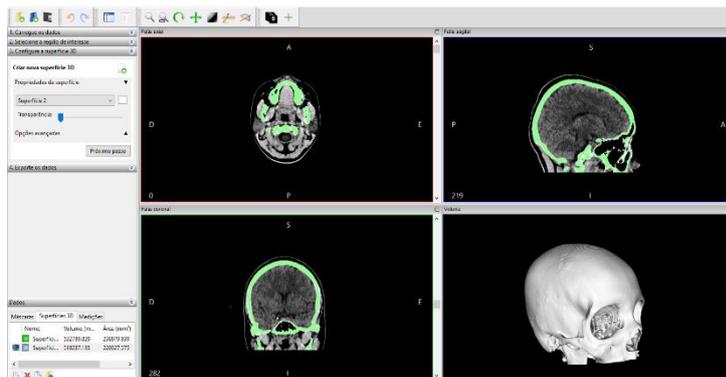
Interface do software InVesalius® gerando superfície Standard Triangle Language-STL do Digital Imaging and Communications in Medicine-dicom da ressonância magnética.
